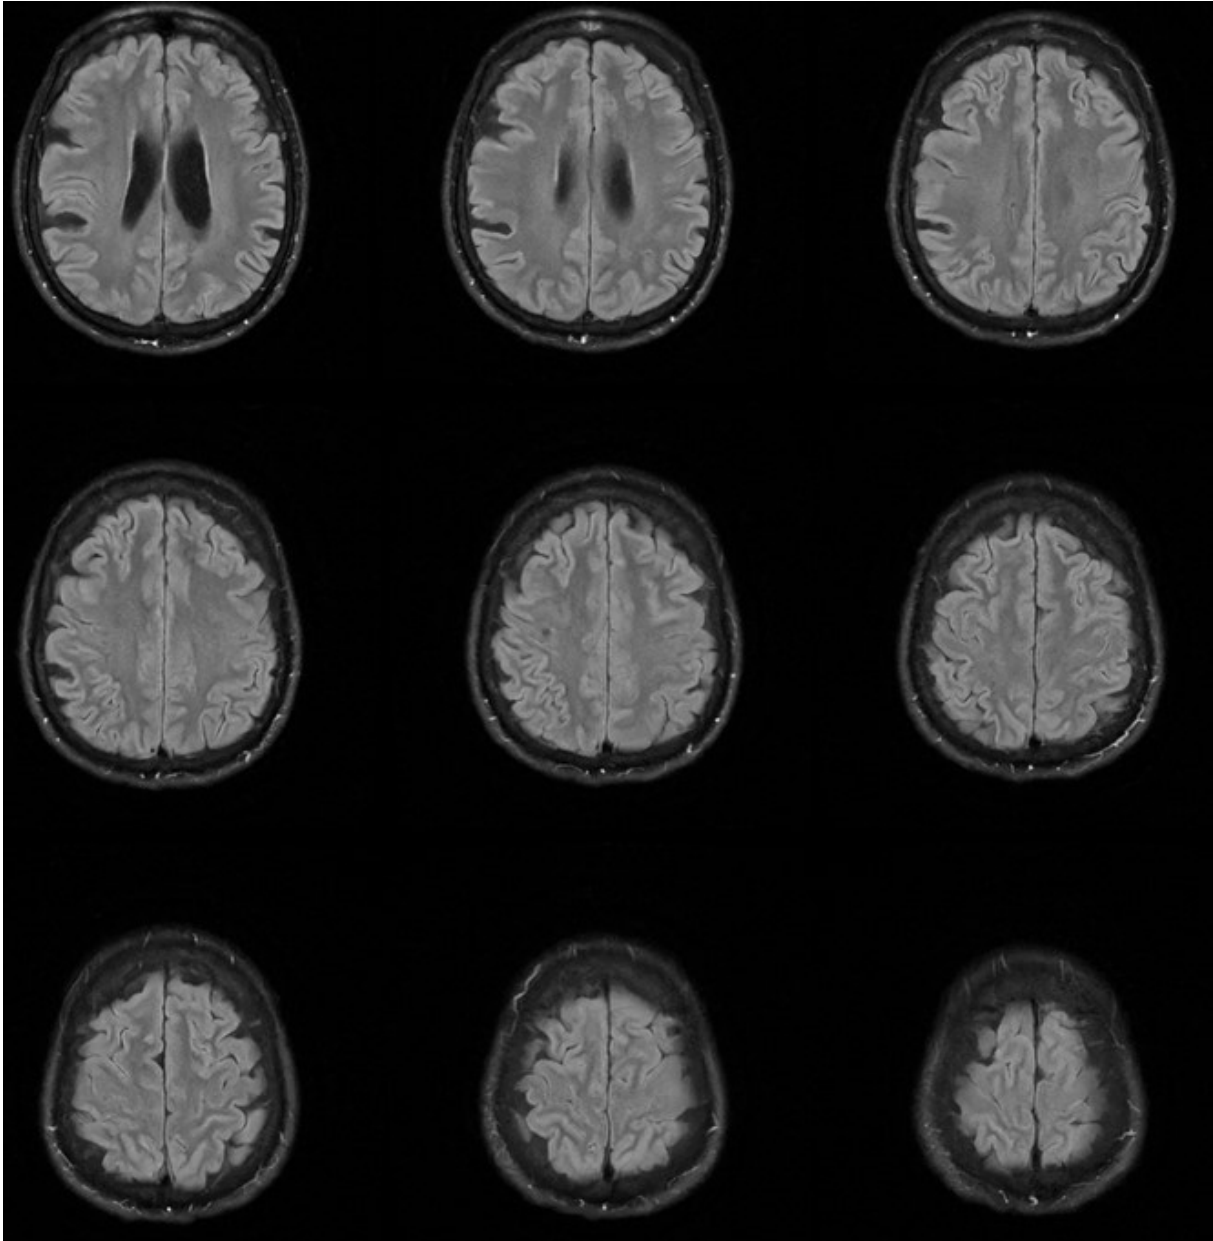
FLAIR-Sequenz Daten auf verschiedenen axialen Schichten. Es sind keine hyperintensiven Stellen erkennbar in den Bereichen in denen sich die HH aus den CT-Daten befinden.
